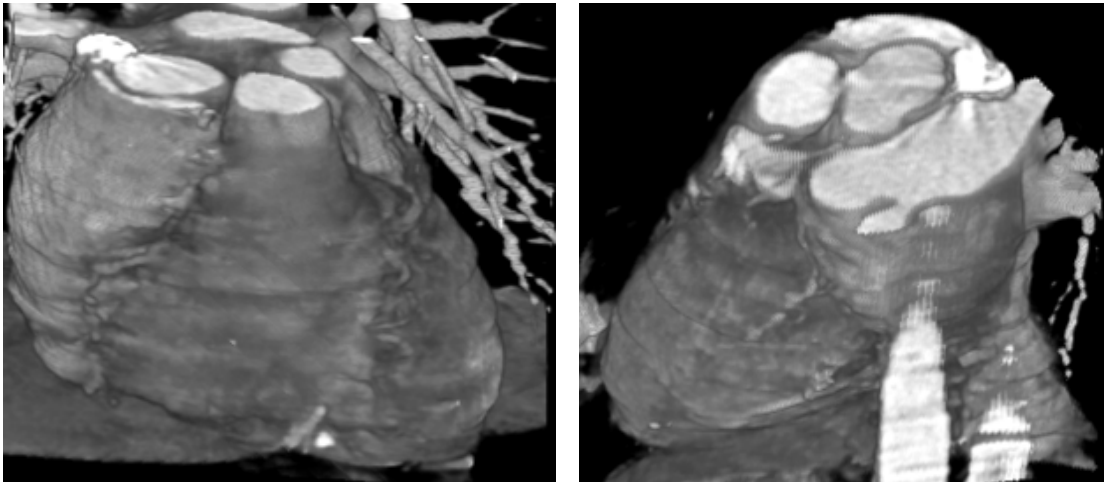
Erschwerte Befundinterpretation in der CT- Koronarangiographie beim Auftreten von Bewegungsartefakten.
